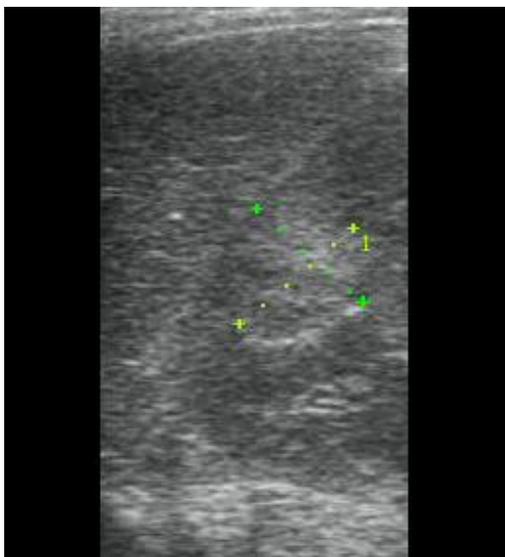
Б-ная Н., 28 лет. УЗИ правой почки.
